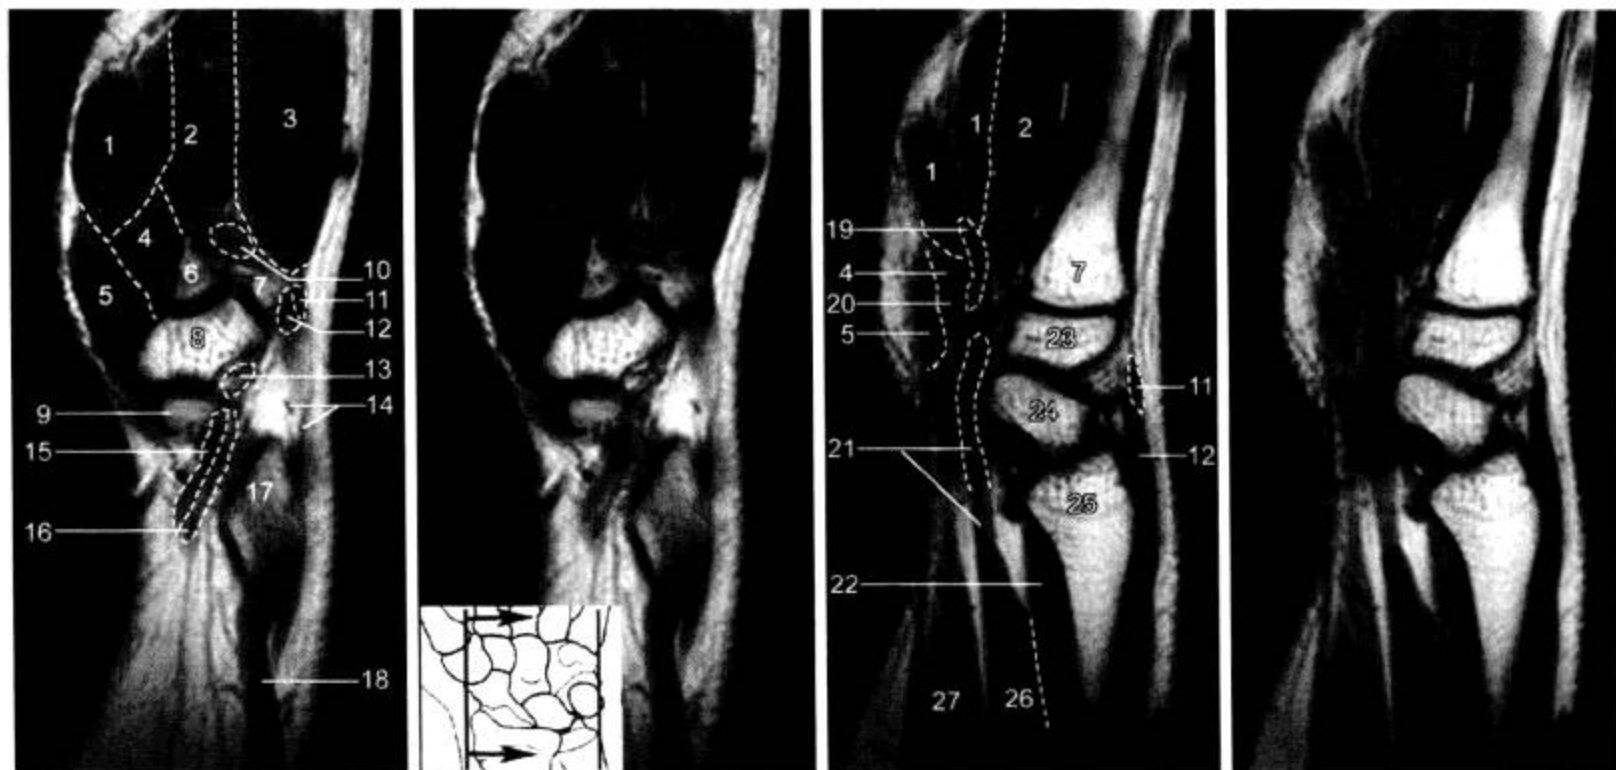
腕关节 MRI 矢状面 (T<sub>1</sub>WI)
